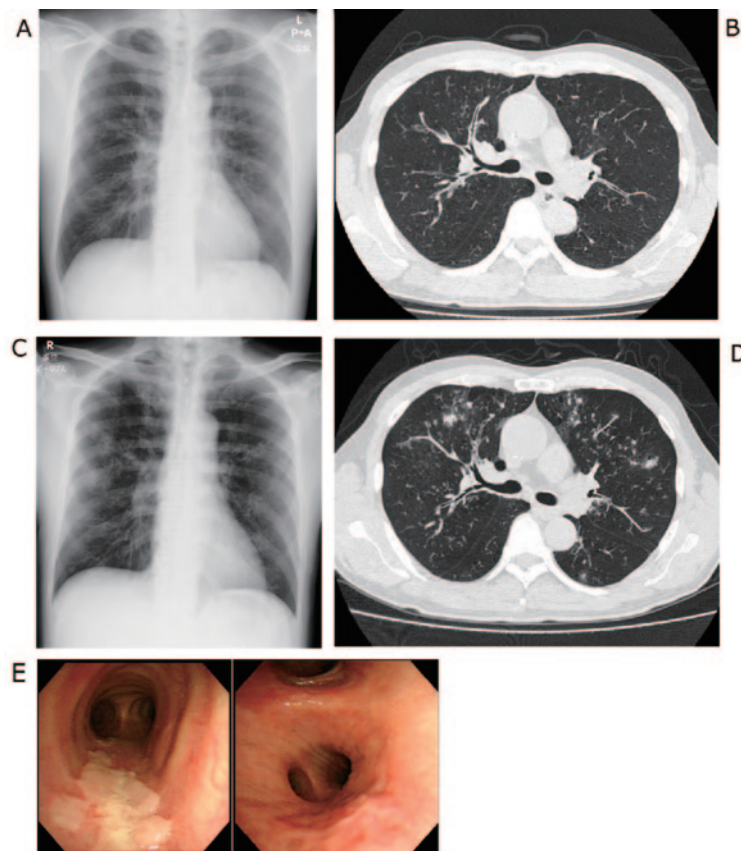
画像所見. (A) 入院時胸部X線写真. 右肺門部陰影の増強と右肺野優位に粒状影とコンソリデーションを認めた. (B) 入院時胸部単純CT. 上葉優位の気腫とびまん性の気管支壁肥厚, 気管支周囲にすりガラス陰影や粒状影を認めた. (C) 第6病日の胸部X線写真. 両肺の斑状影の増悪を認めた. (D) 第6病日の胸部単純CT. 両肺の粒状影, 結節影の増悪, 空洞影の出現を認めた. (E) 気管支鏡検査所見. 気管下部膜様部中心に連続性の白苔, 両主気管支末梢に粘膜の凹凸不整を認めた.
